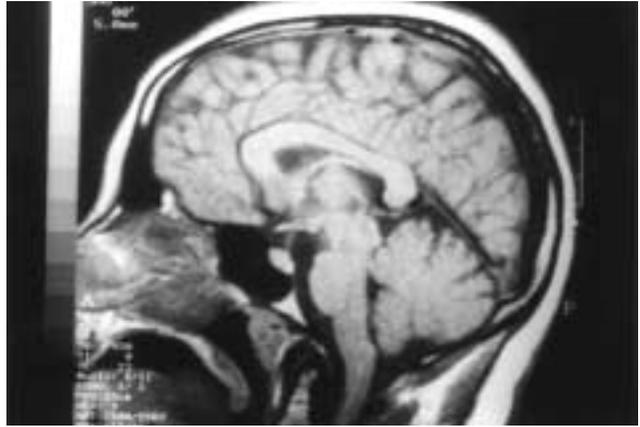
Caso 1. El corte sagital de la RM muestra atrofia discreta de toda la porción superior del vermis.
